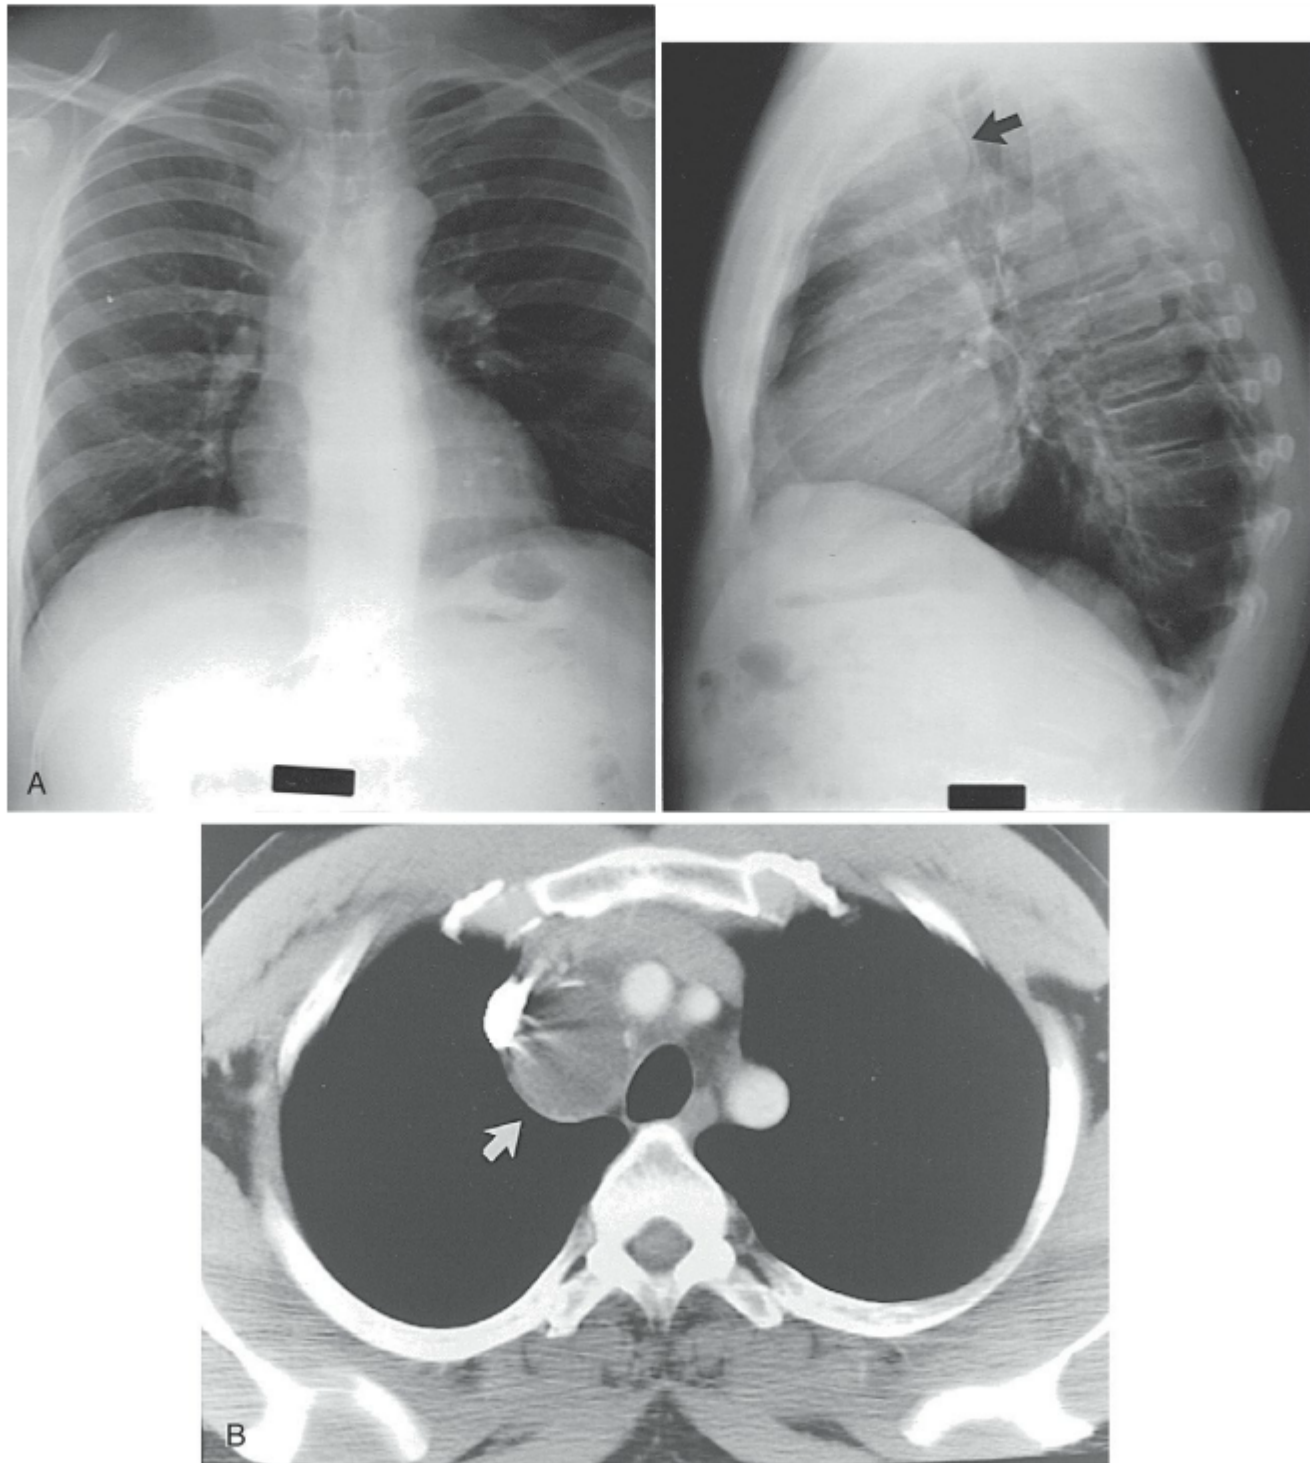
Duas radiografias de tórax (A) e uma TC do tórax (B) de um paciente com um cisto broncogênico (*seta*).
